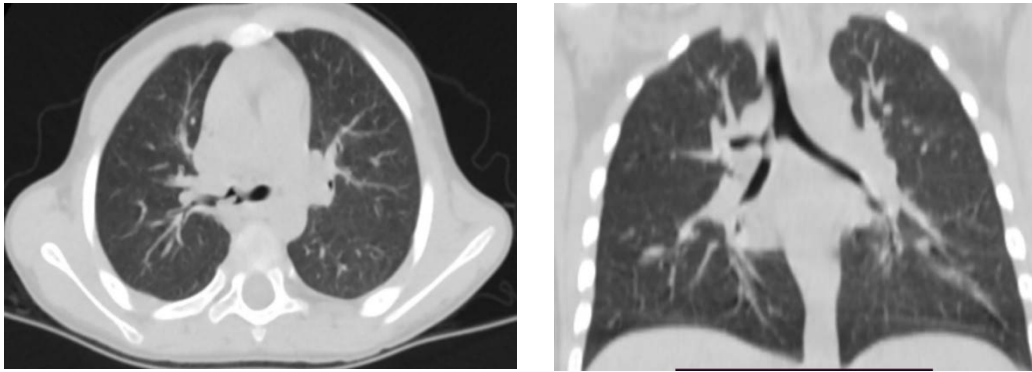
КТ ОГК от 06.05.2024 г.
